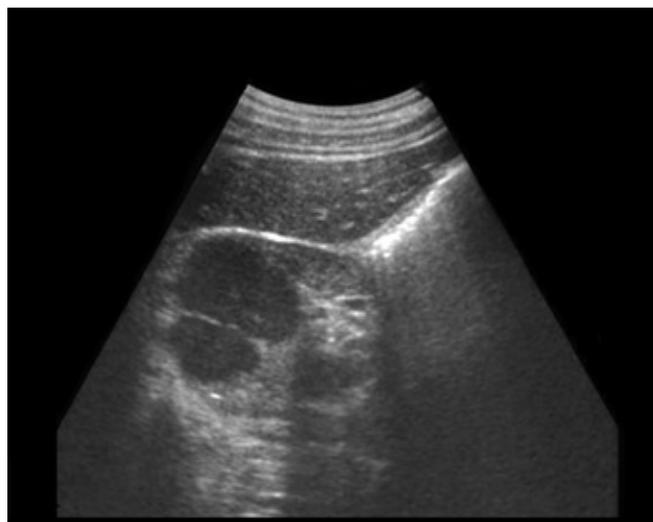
Ecografia renale: cisti corticale renale destra del diametro massimo di 6 cm, settata, con calcificazioni parietali.
